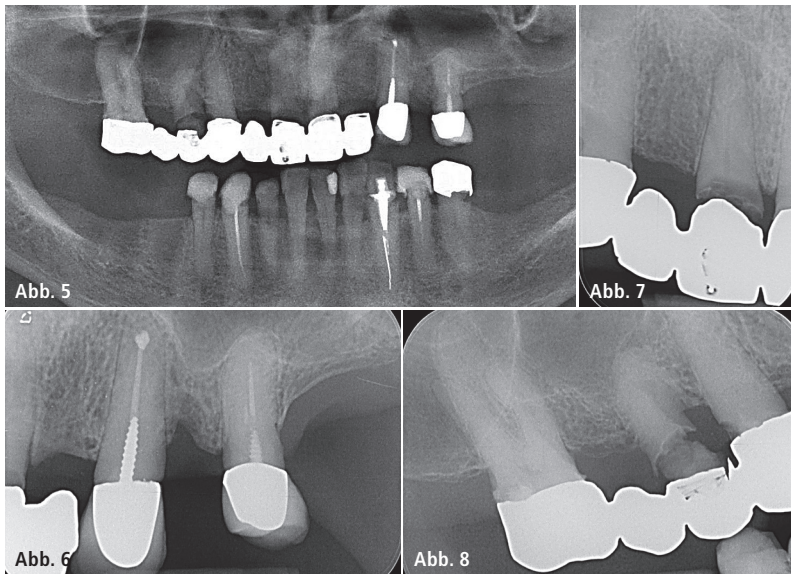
Panoramaschichtaufnahme bei Erstvorstellung. – Abb. 6–8: Einzelnröntgenbilder zur Kontrolle der Erhaltungswürdigkeit der einzelnen Zähne im Oberkiefer: Es zeigten sich mehrere Zähne mit Kronenrandkaries und apikalen Aufhellungen.
